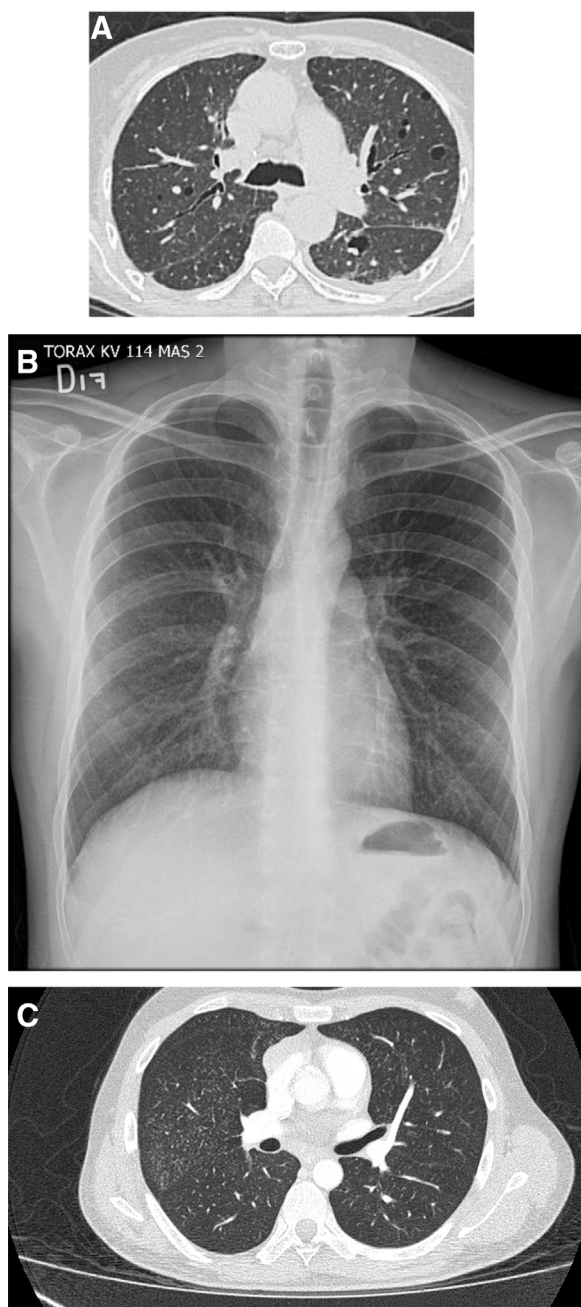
A) Patrón de neumonía intersticial linfoide (NIL). Tomografía computarizada de tórax de alta resolución que evidencia el característico patrón de quistes de pared fina. B-C) Paciente con diagnóstico de infección por virus de la inmunodeficiencia humana (VIH), sintomático respiratorio. B) Radiografía de tórax: pulmones aumentados de tamaño con patrón micronodular fino de predominio central y basal. C) Tomografía computarizada de tórax de alta resolución: corte axial. Micronódulos centrilobulillares. Lavado bronquio-alveolar negativo para infección. Biopsia compatible con neumonía intersticial linfoide (NIL).
